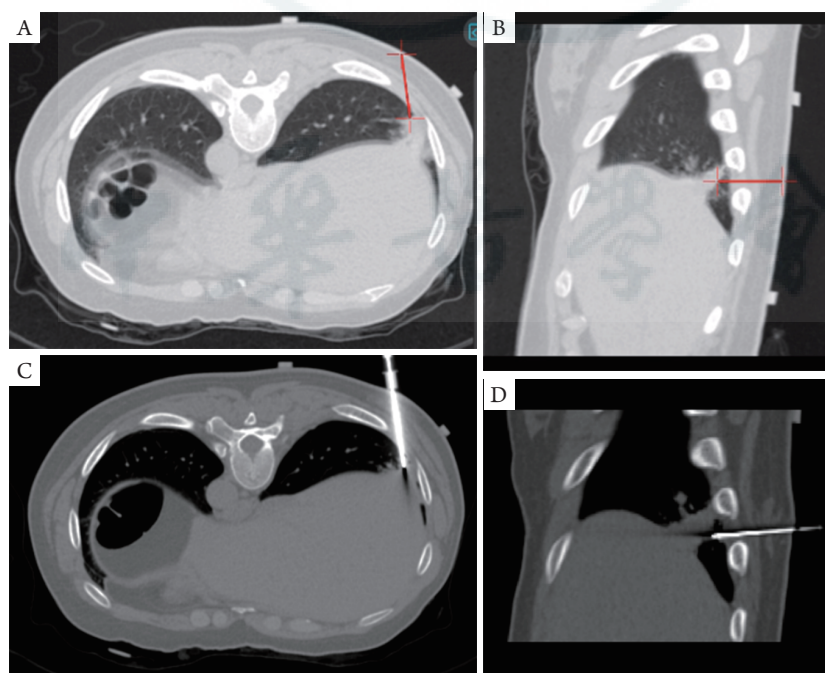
穿刺手术机器人辅助肺组织单病灶活检临床案例。女性患者,47岁,病灶位于右肺下叶肺底(2.6 cm×2.1 cm):穿刺手术机器人手术规划系统界面显示跨层面规划路径(红色所示)横断位(A)和矢状位(B);完成穿刺定位后CT扫描验证横断位(C)和矢状位(D)
